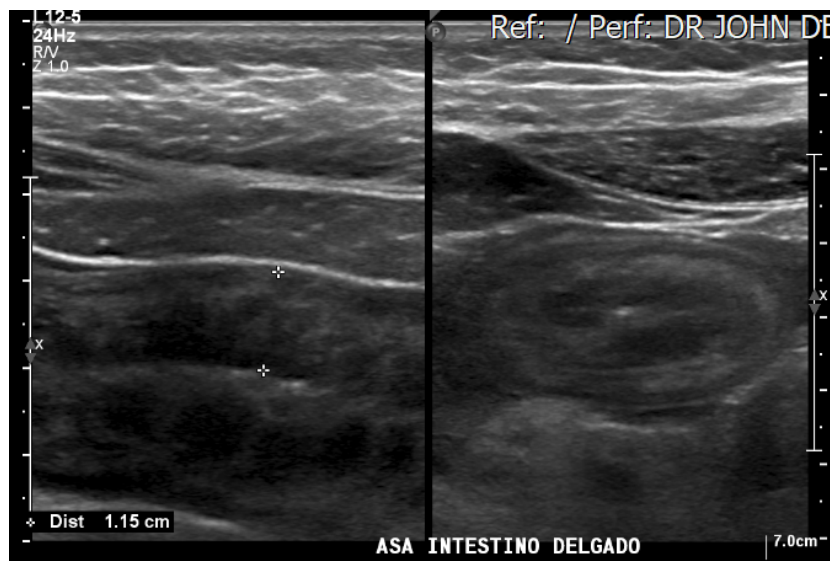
Ecografía de abdomen superior, visualización de asa de intestino delgado
